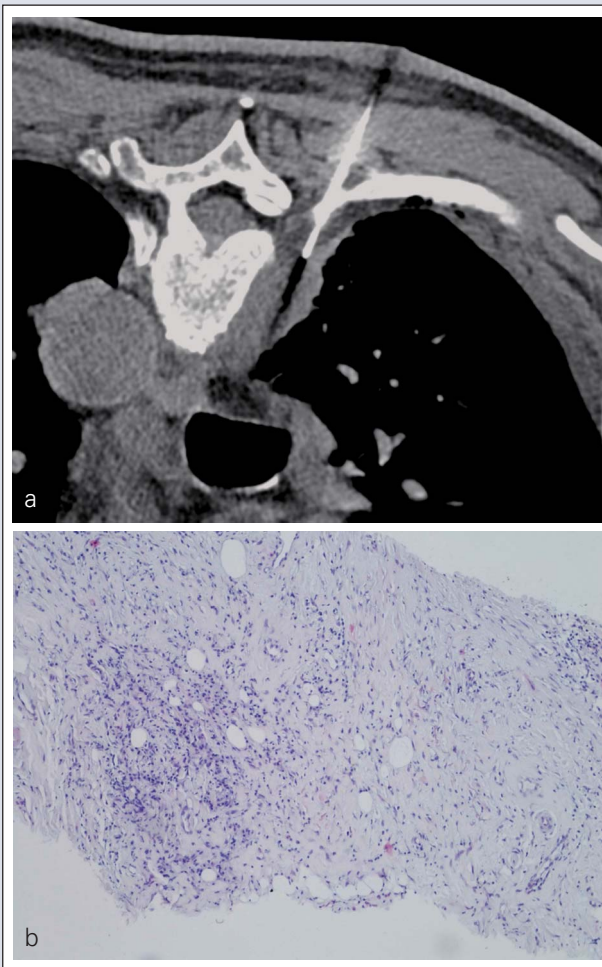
CT-gezielte Biopsie der paravertebralen Weichteilschwellung. (a) Die Spitze der Biopsienadel in regelrechter Position. (b) Es zeigen sich Bindegewebsanteile mit Entzündungszellen und Fibroblasten. Die Entzündungszellen bestehen aus Lymphozyten und Plasmazellen. Tumorgewebe konnte nicht nachgewiesen werden (Bild: O. Braun).
